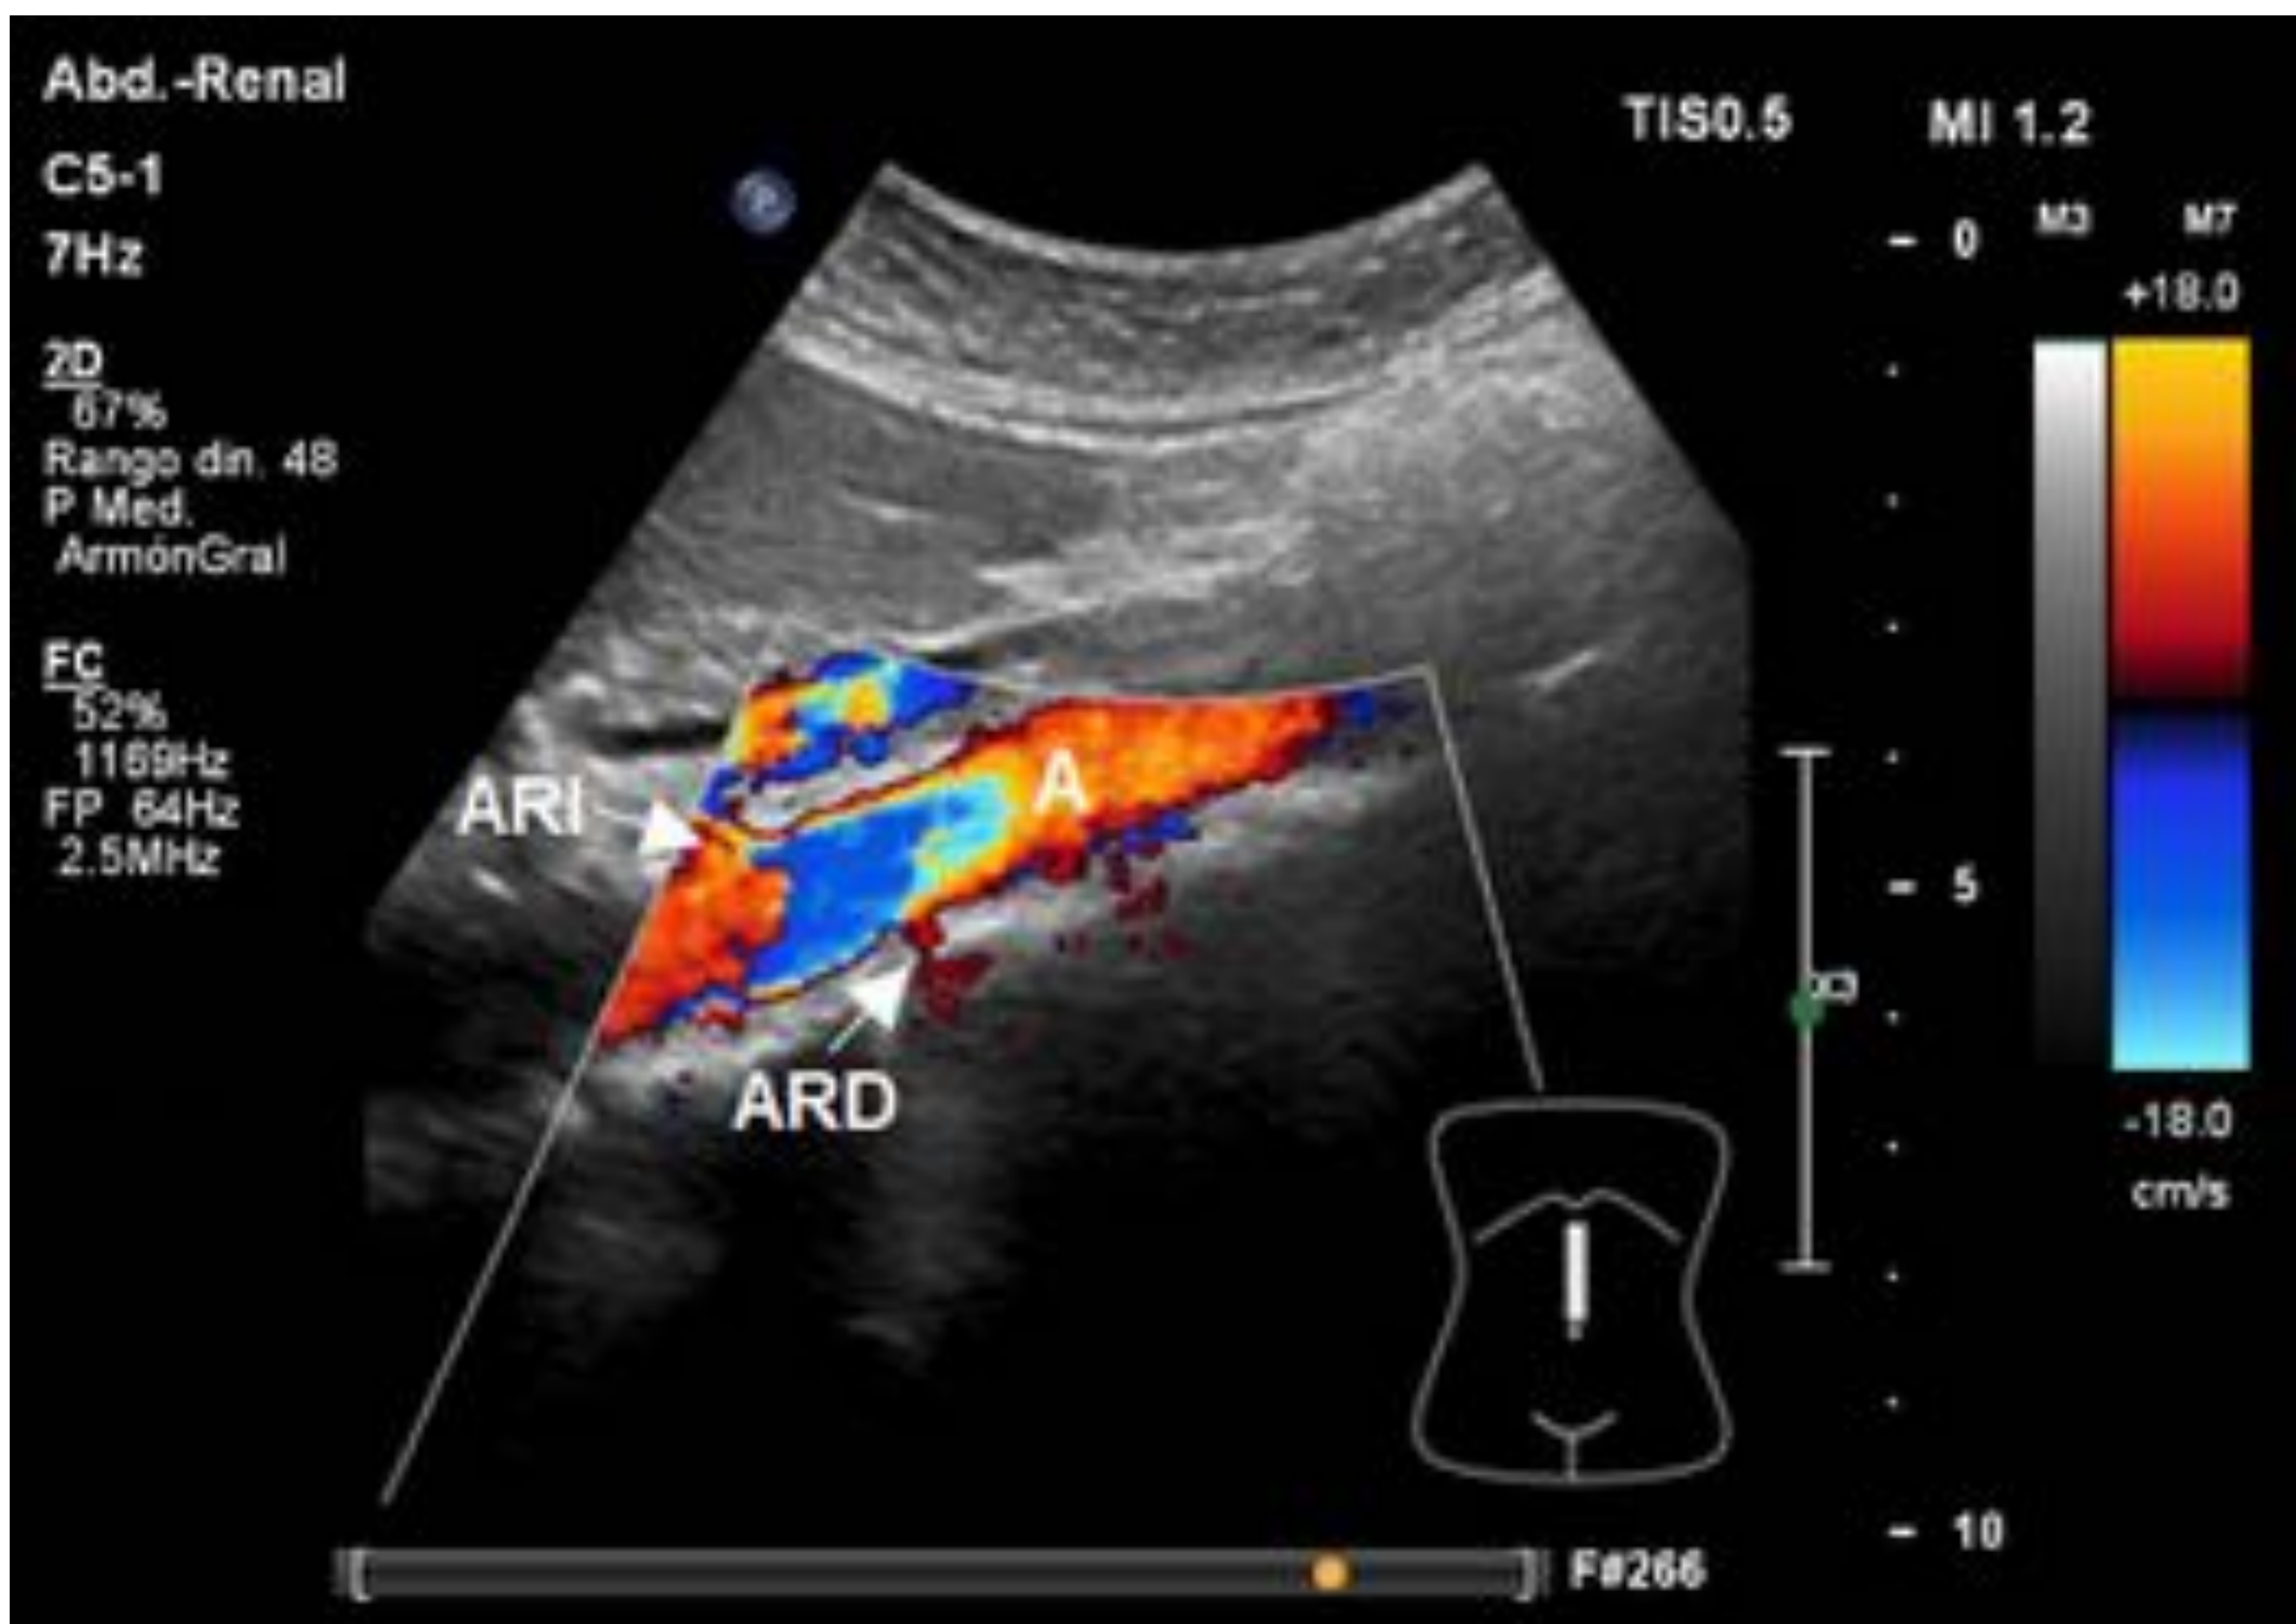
Corte longitudinal en mesogastrio en decúbito lateral izquierdo. Doppler color. Vista de “piel de plátano”. A: aorta, ARD: arteria renal derecha, ARI: arteria renal izquierda.
